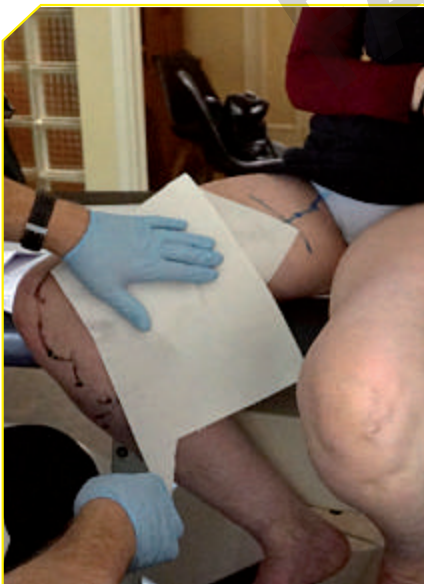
Essuyage du gel d'échographie.
